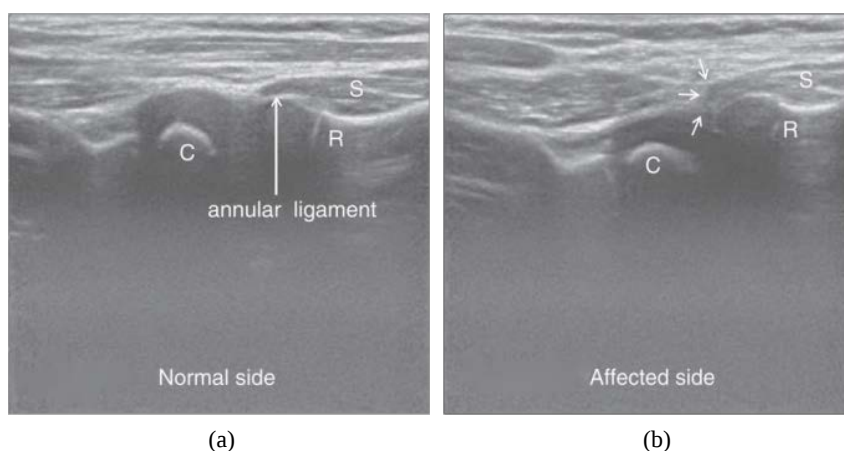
Abnormal sonographic appearance of the anterior sagittal longitudinal planea
